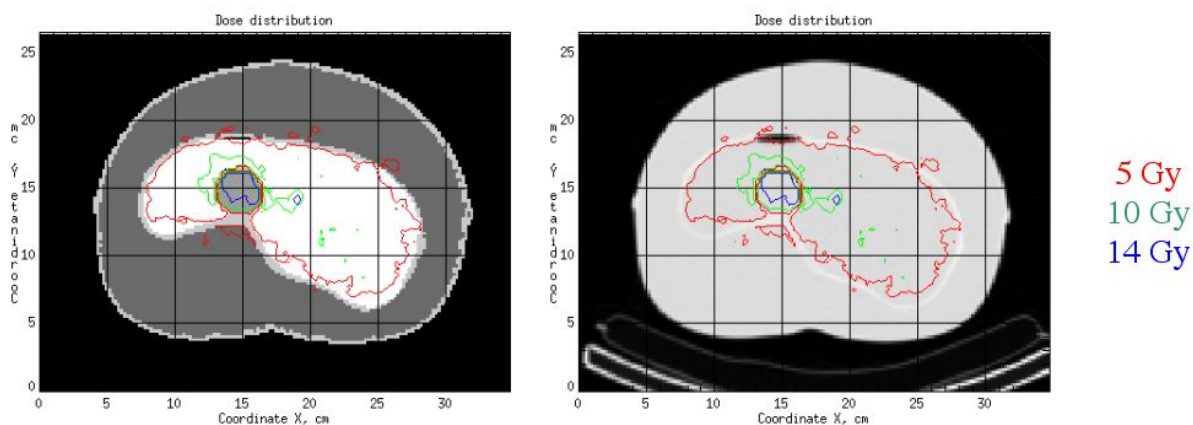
Isodoses superposées aux images anatomiques CT segmentées (gauche) et initiales (droite) obtenues pour les activités cumulées estimées à l'échelle du voxel (cas 3).
